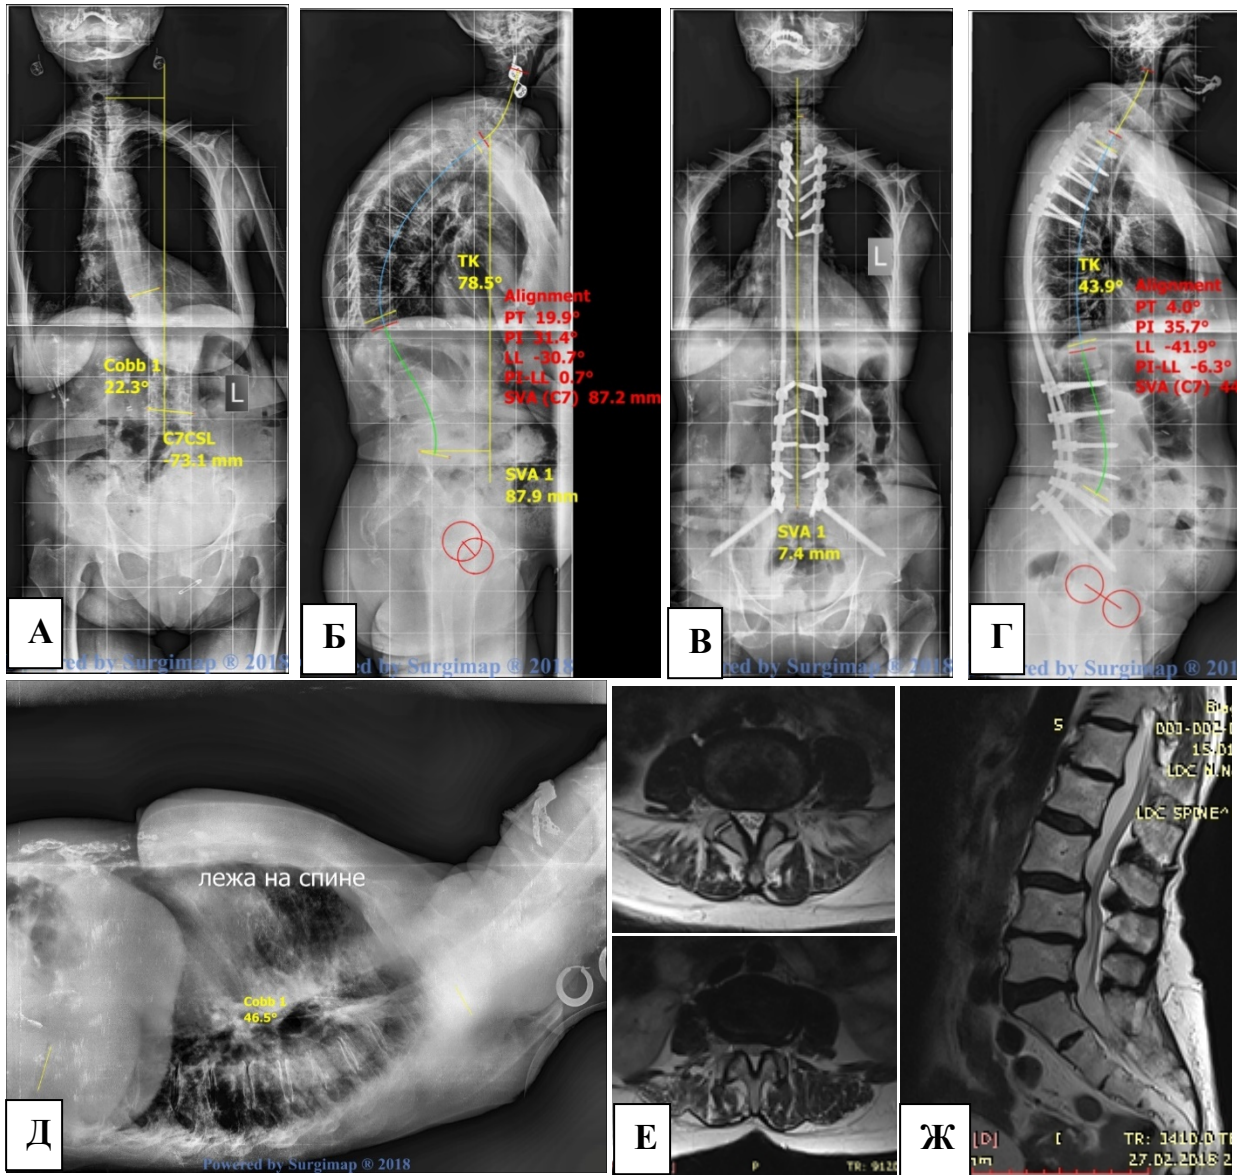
Пациентка Б., 66 лет: (III КММ поясничного стеноза): телерентгенограммы до операции в прямой (А) и боковой (Б) проекциях, после хирургической коррекции деформации в прямой (В) и боковой (Г) проекциях. Функциональная рентгенография поясничного отдела до операции в положении лежа на спине (Д). МРТ поясничного отдела позвоночника до операции – аксиальные (Е) и центральный сагиттальный (Ж) сканы на уровне дисков L2–L3–L4–L5–S1
